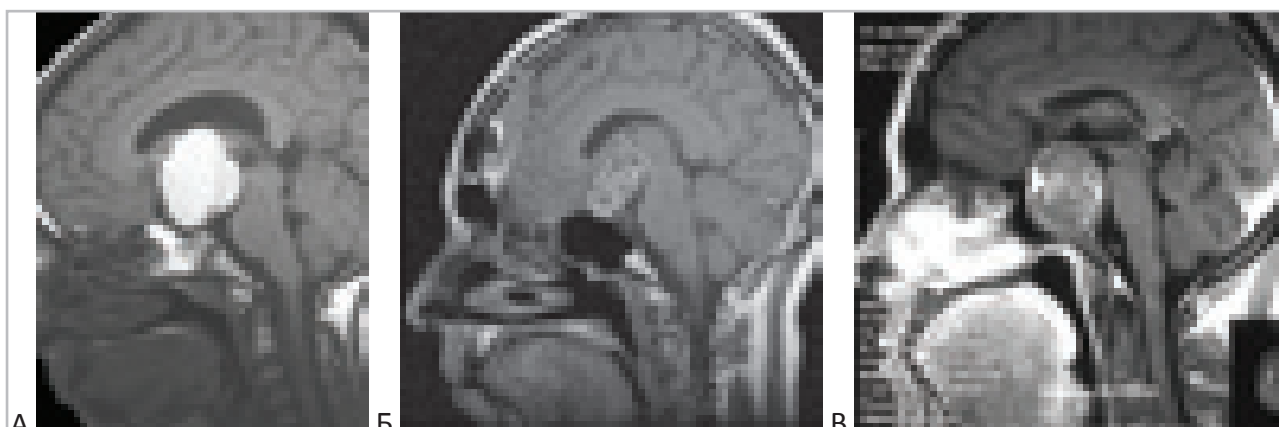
Дифференциальная диагностика хордомы и краниофарингиомы методом МРТ. “А”, “Б” – краниофарингиома, “В” – хордома по МРТ данным сходная с краниофарингиомой.
